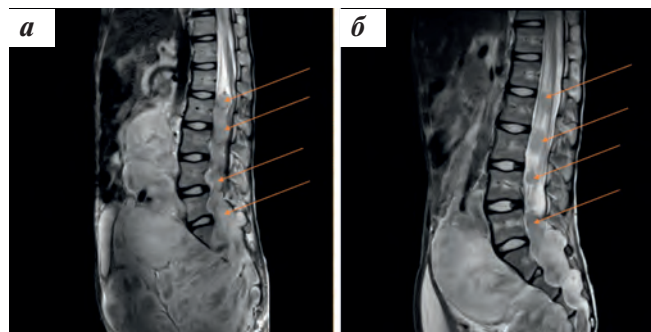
МРТ позвоночника (сагиттальные срезы): а — до лечения; б — через 6 мес терапии траметинибом. Опухоли указаны стрелками
